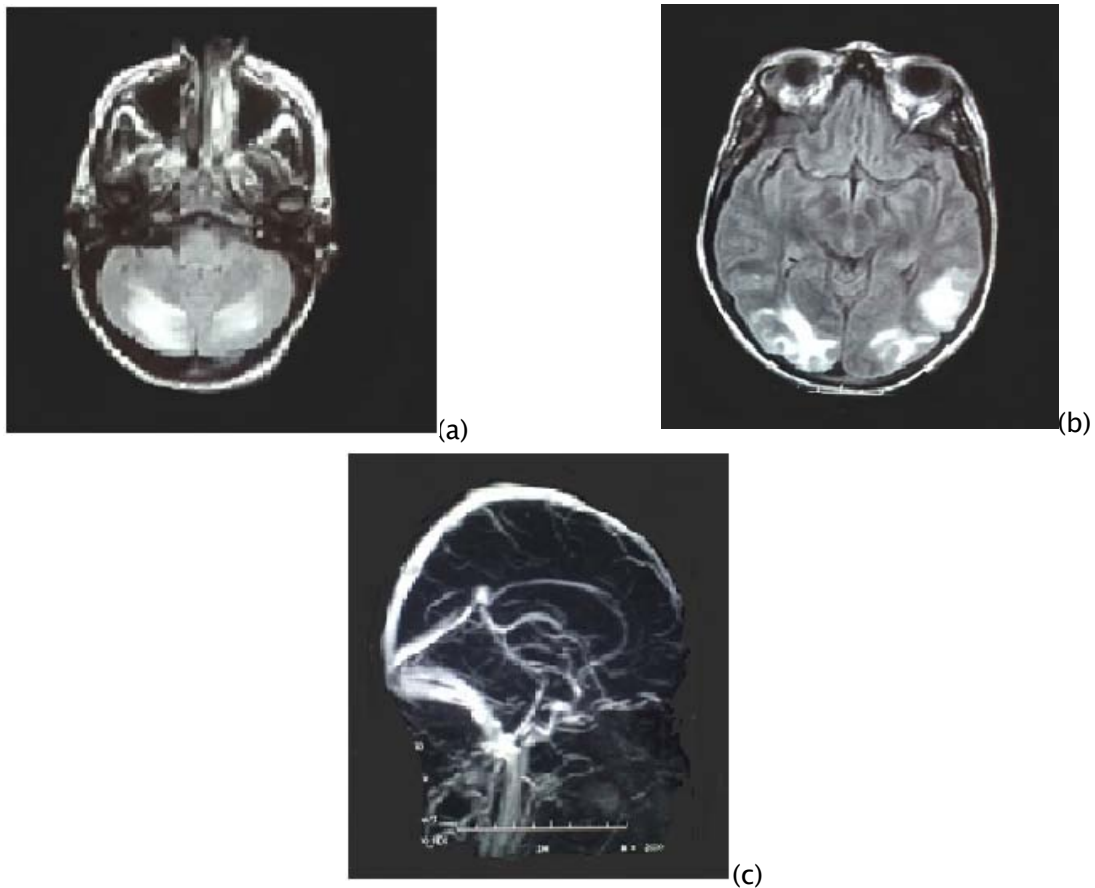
IRM cérébrale en coupes axiales FLAIR passant par l'étage sous tentoriel (a), et sus tentoriel (b) et en séquence angiIRM veineuse (c) réalisée chez une patiente âgée de 33 ans, présentant un syndrome confusionnel aigu associé à un syndrome neurogène périphérique. L'IRM a mis en évidence des lésions cortico sous corticales en hypersignal FLAIR , en plage intéressant les 2 hémisphères cérébelleux et les régions pariéto-occipitales compatibles avec une thrombose des veines corticales.
